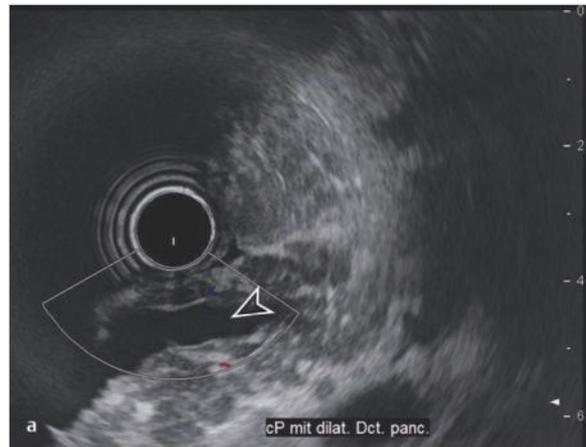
Chronische Pankreatitis. Endosonografie des Pankreas. (Quelle: Prof. Dr. med. Claus Schäfer, Chefarzt Medizinische Klinik II, Kliniken des Landkreises Neumarkt i.d.OPf.)
